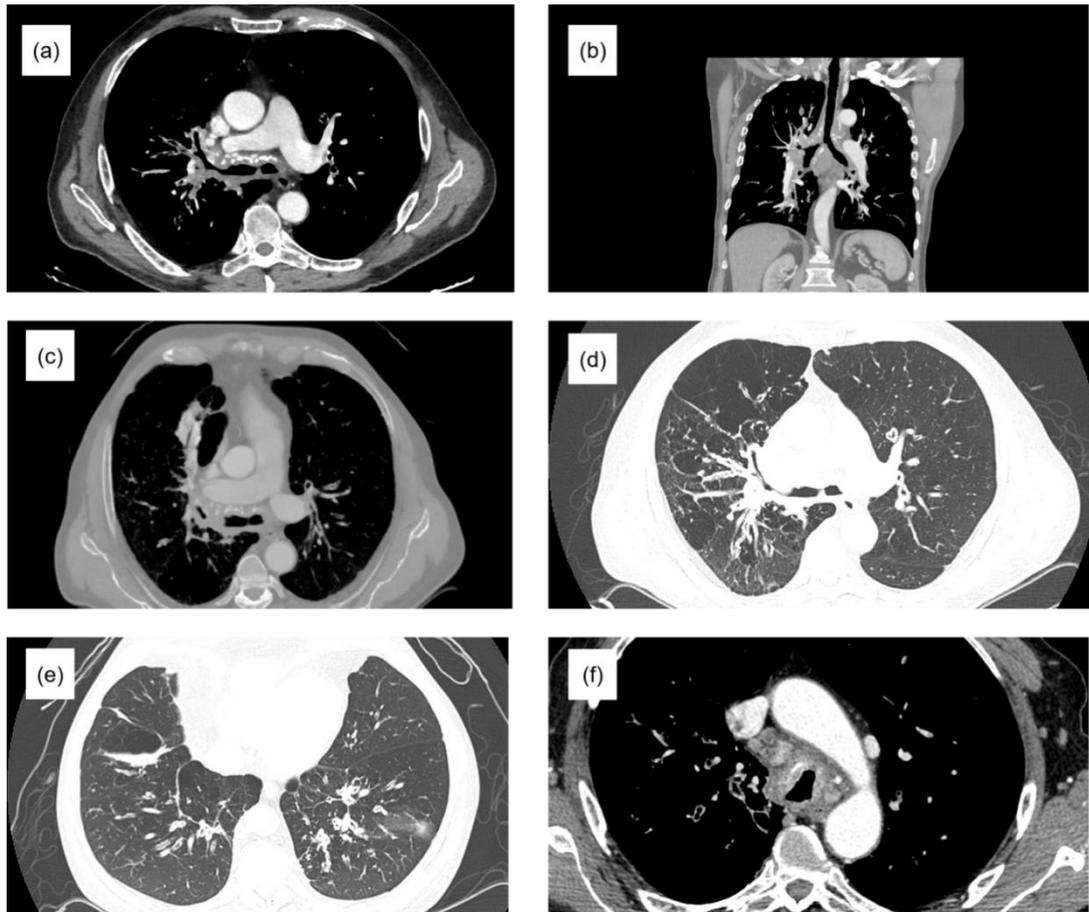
Tomografias de Tórax- Amiloidose traqueobronquica
